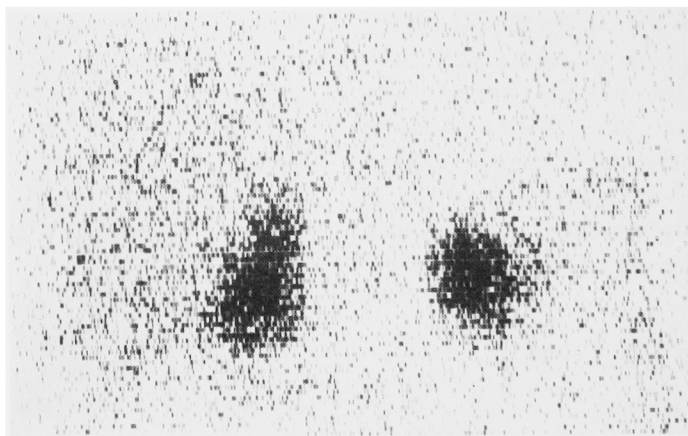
Adrenal scintigram before cortisol therapy 1978, reveals no cold area and no laterality.
